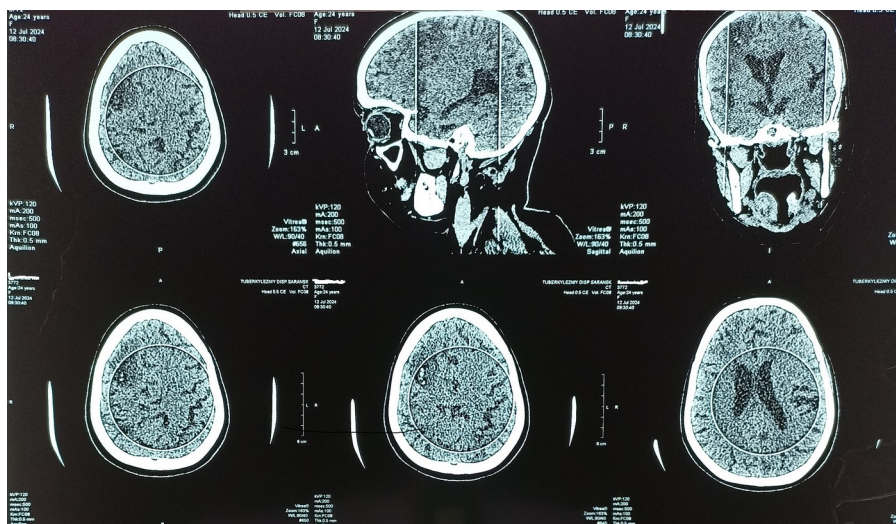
Компьютерная томограмма головного мозга от 12.07.2024
